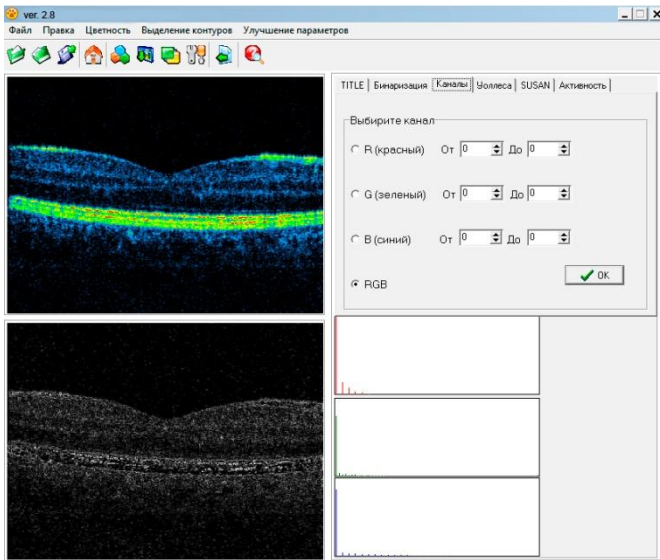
Результат застосування нелінійного фільтра Робертса при обробленні томограми ока
